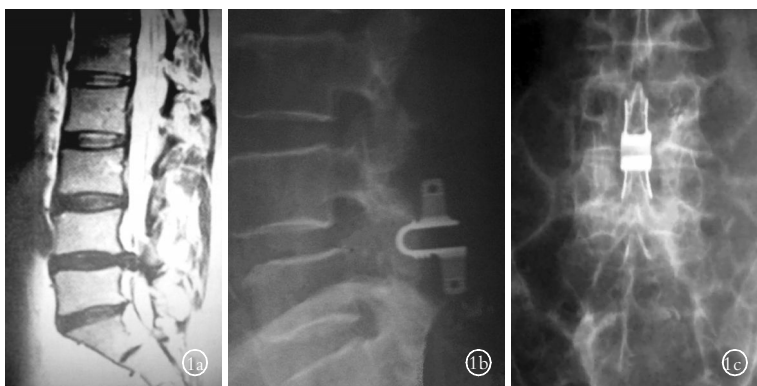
女性患者,56 岁, $L_{4,5}$ 腰椎间盘突出,行 Coflex 棘突间动态内固定术 1a. 术前 T2 加权矢状位 MRI 示 $L_{4,5}$ 腰椎间盘突出 1b,1c 术后 10 个月侧位和正位 X 线片示内固定装置已牢固置于棘突间
